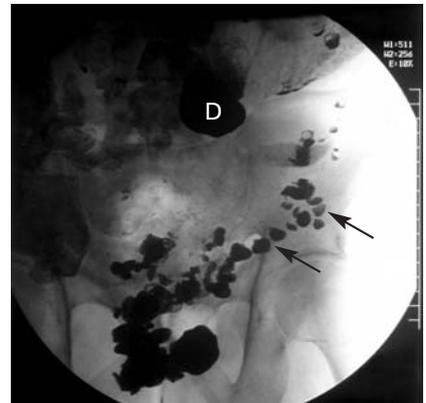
Рентгенограмма органов брюшной полости, выполненная через 24 ч от начала исследования. Контраст сохраняется в гигантском дивертикуле ДПК (D), мелких дивертикулах нисходящего отдела ободочной и сигмовидной кишок (стрелки)
